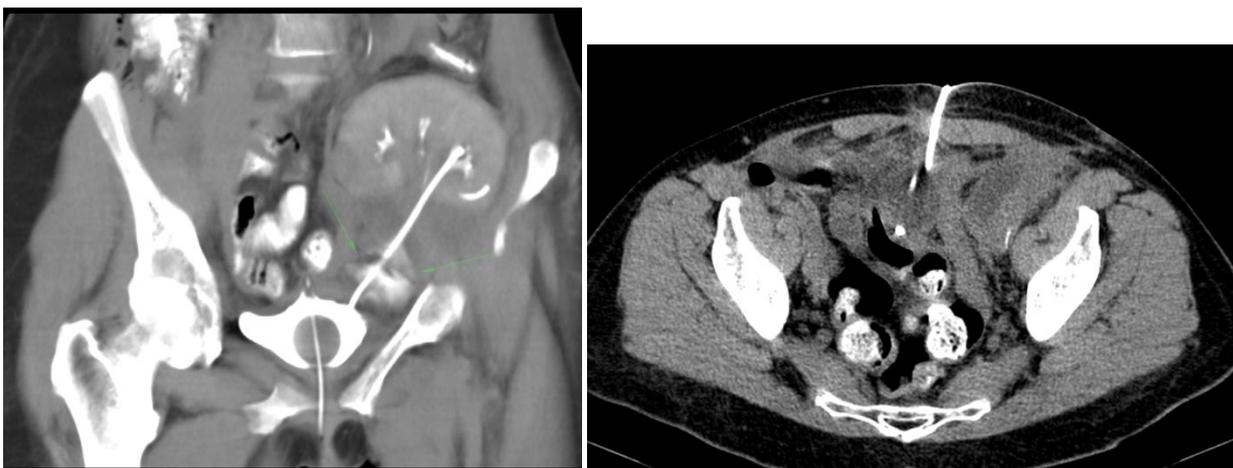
МСКТ-скан (фронтальный срез): послеоперационный контроль органов малого таза; паравезикально слева визуализируется жидкостное скопление (указано стрелками). МСКТ-скан (аксиальный срез): послеоперационный контроль органов малого таза; состояние после дренирования паравезикального мочевого затёка.
